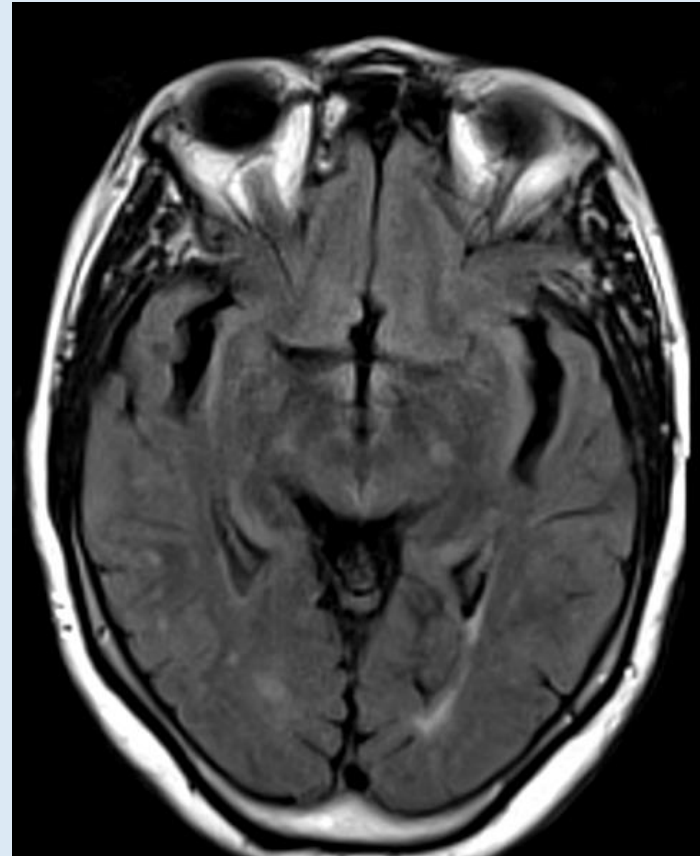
Images IRM : données internes
